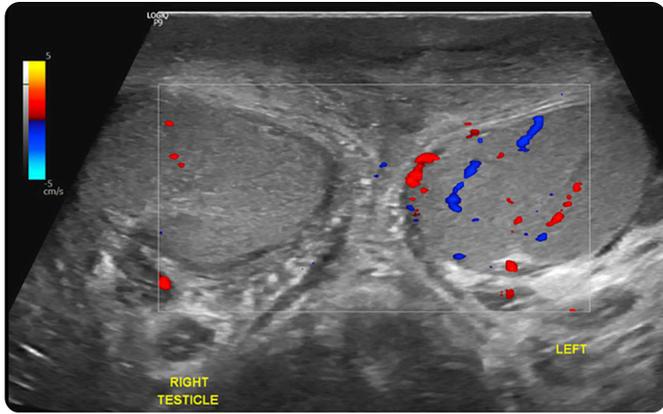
Ecografía testicular con análisis Doppler: indemnidad de ambos testículos, con morfología y vascularidad usuales.
